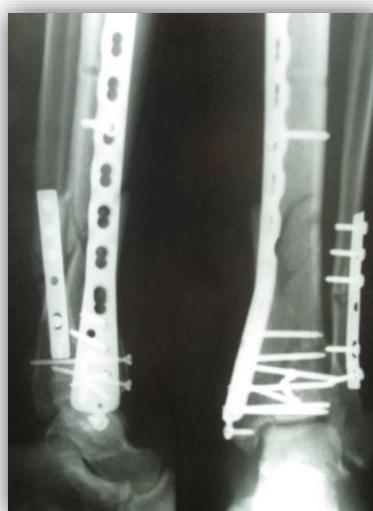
Фотовідбиток інтраопераційної рентгенограми пацієнта
